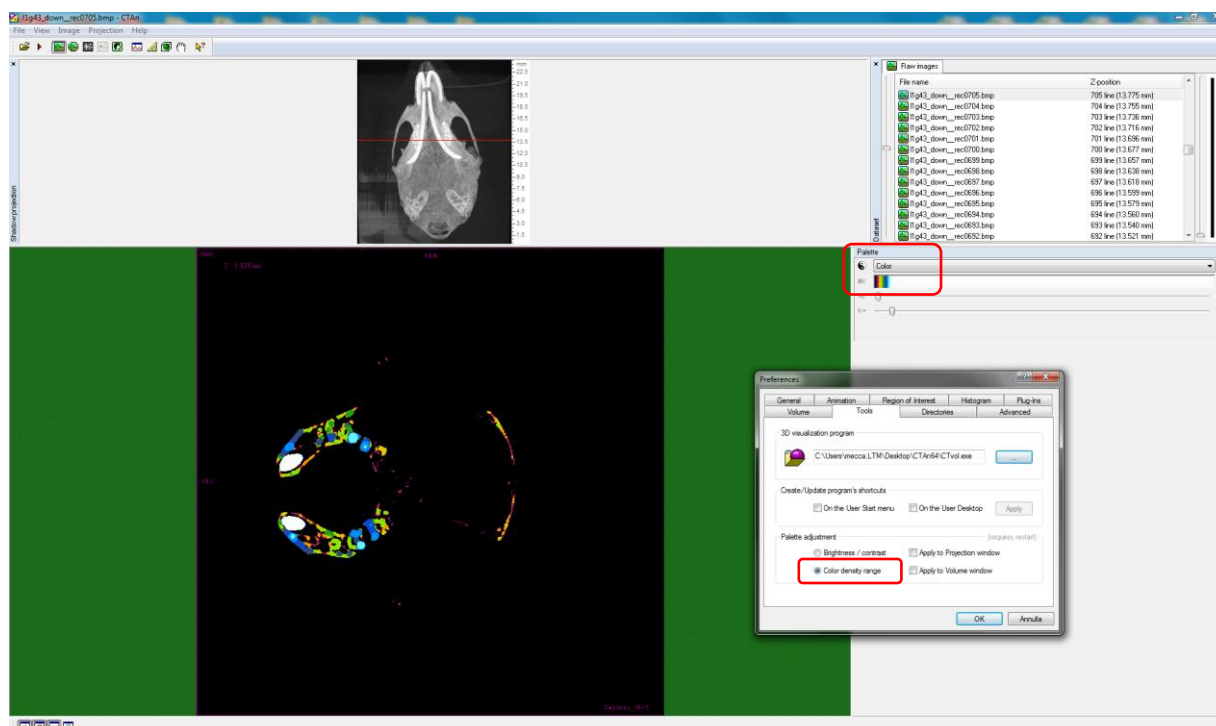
Panoramica in CT-Analyser con settaggio della palette.
